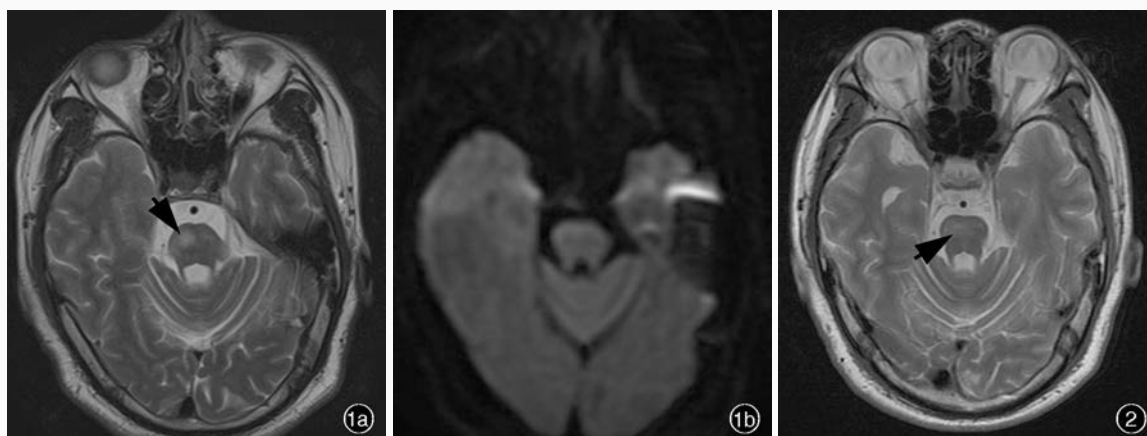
治疗前头部MRI检查所见 1a 横断面T₂WI显示脑干偏右侧异常高信号(箭头所示) 1b 横断面DWI检查病灶未见明显高信号 图2 治疗后横断面T₂WI显示脑干偏右侧病变较前缩小(箭头所示)
